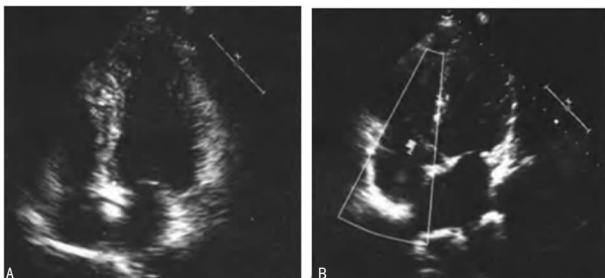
生长激素型垂体瘤合并心肌病患者超声心动图
